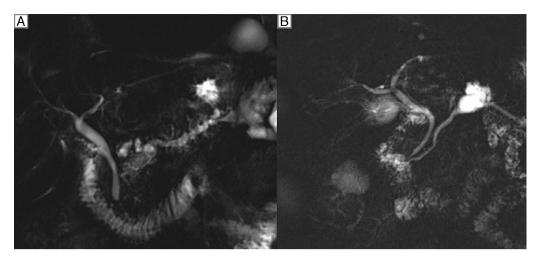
A. G-RMN: dilatación arrosariada de conducto pancreático principal compatible con NMPI de rama principal.
